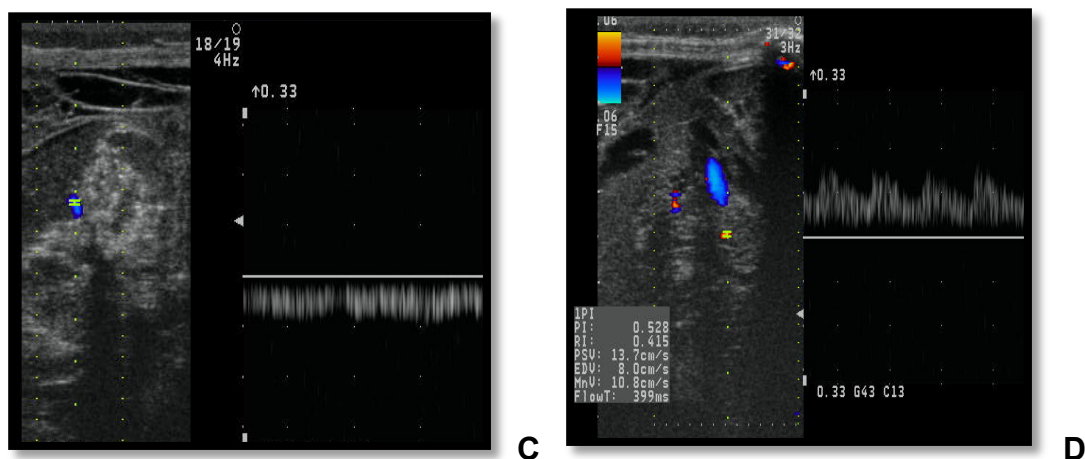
Paciente femenina 3 años, Con Ecografía Doppler a través de craniectomía se diagnosticó antes que con cualquier otro método progresión tumoral. A: Imagen en modo B que muestra lesión encapsulada compleja, aspecto heterogéneo, intraparenquimatosas en región frontoparietal izquierda con núcleo hiperecogénico, calcificaciones y área cavitada. B: A la exploración con Doppler color: Numerosas estructuras vasculares en el interior de la lesión que a la exploración hemodinámica se comprueba son venosas y arteriales, estas últimas con flujos lentos e IR bajos (figuras C, D). Diagnóstico histológico TNEP.
